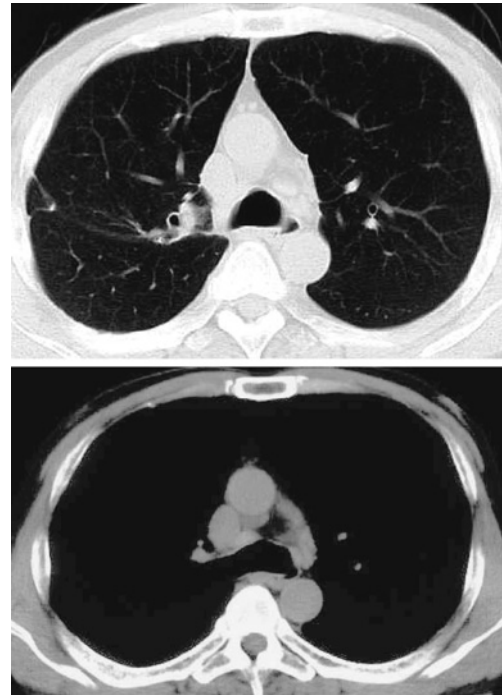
Chest CT on June 2005 showed that mediastinal lymphadenopathy had improved.
